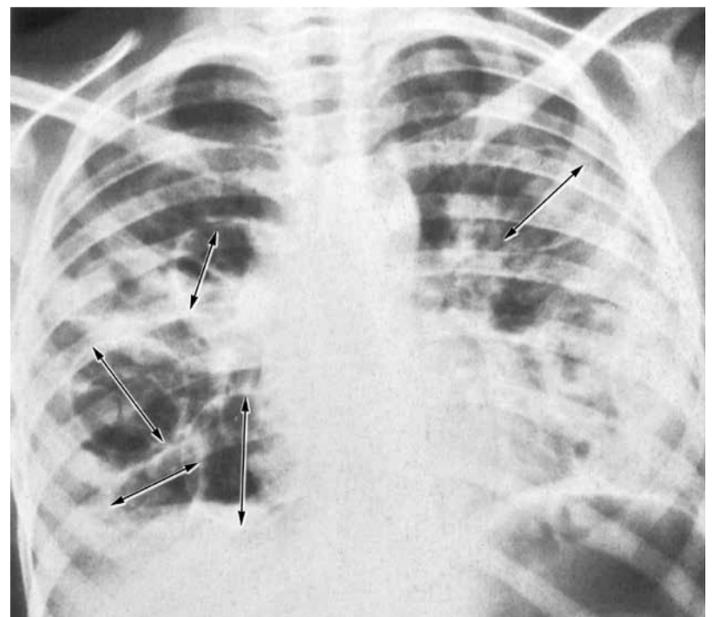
Radiografia de tórax de uma criança com pneumonia por estafilococos. Notar as pneumatoceles (setas). A evolução clínica é invariavelmente grave.
